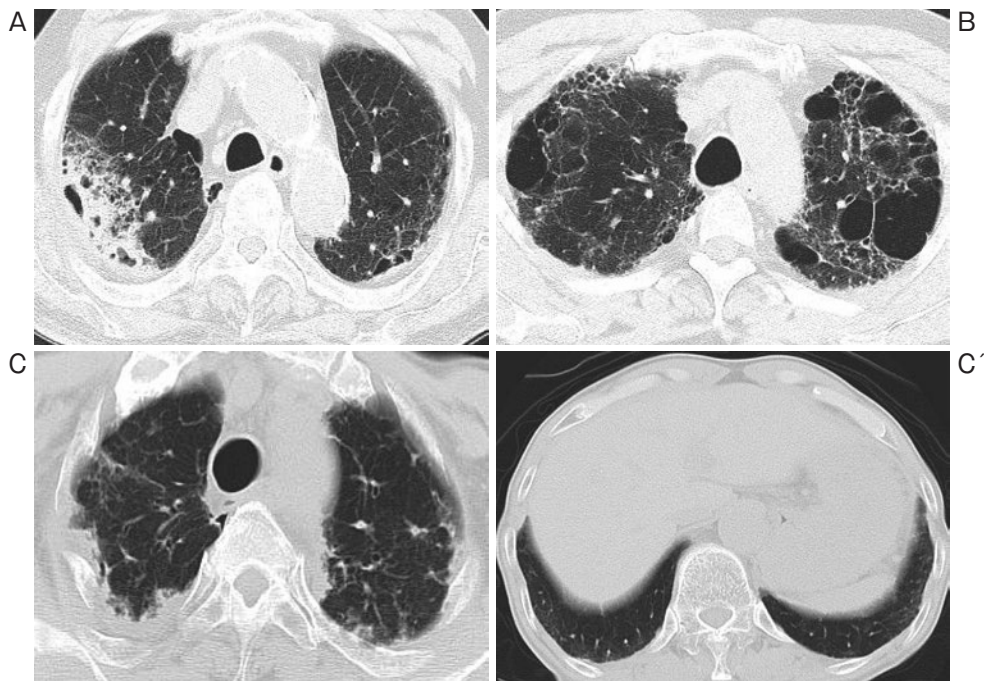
(A) 86-year-old man. CT showed subpleural consolidation caused by nontuberculous mycobacterium. (B) 69-year-old man. CT showed subpleural cyst. (C) 63-year-old man. CT showed fibrosis predominant in upper lobe. (C') Lower lobe was almost normal.
